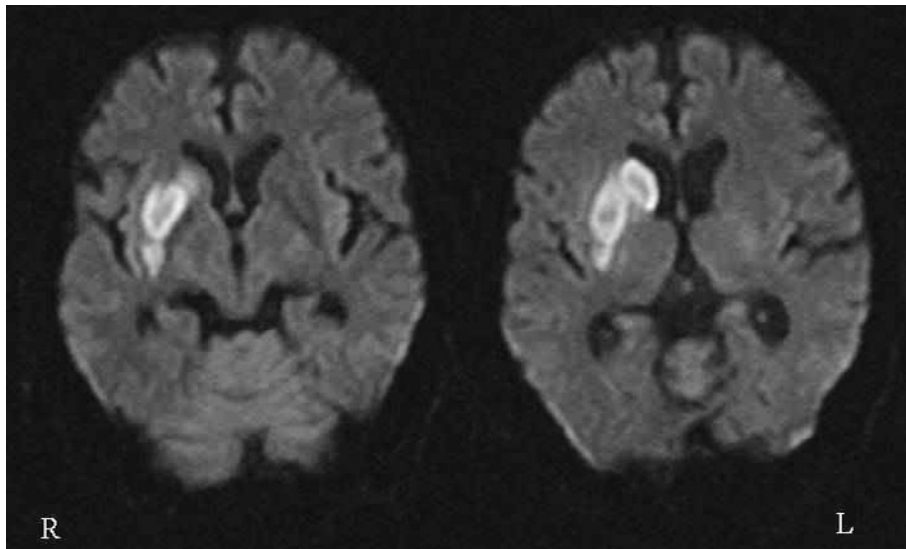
Brain MRI at 19 hours after the onset in case 1
